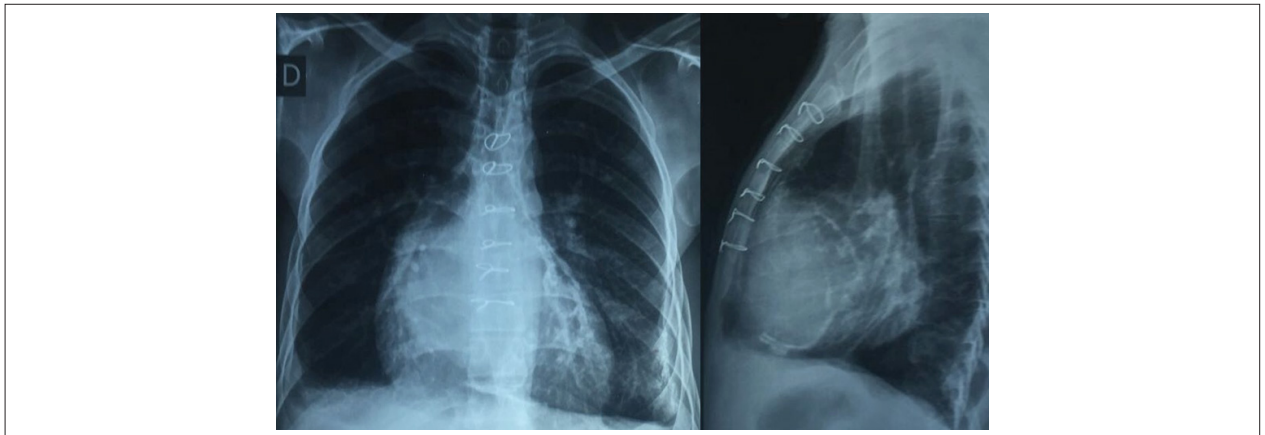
Calcificación pericárdica observada en radiografías posteroanteriores y laterales de tórax.
